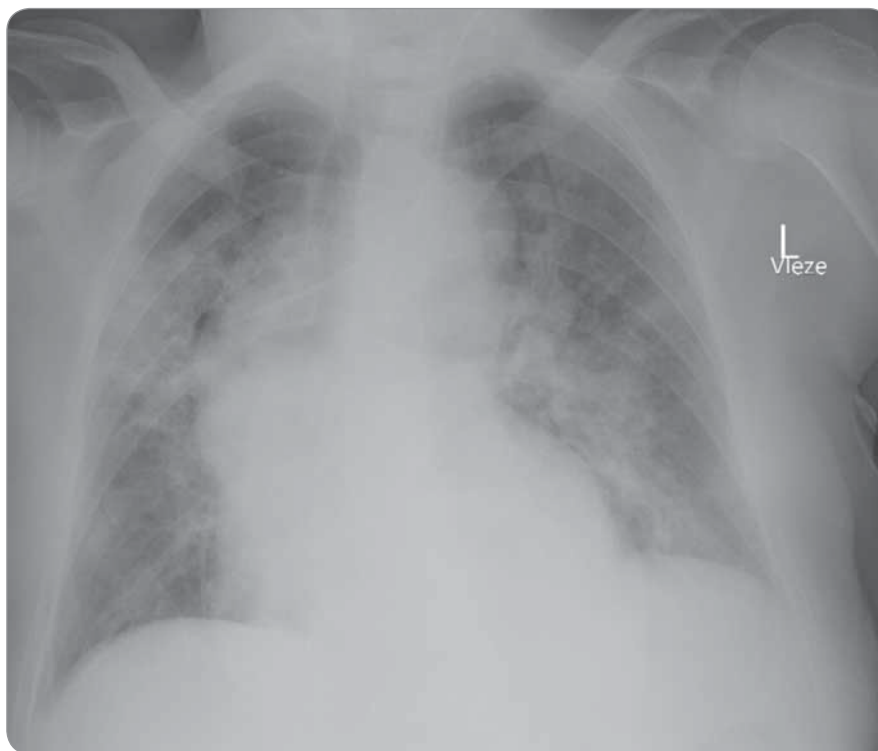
Chest X-ray of patient 1.
